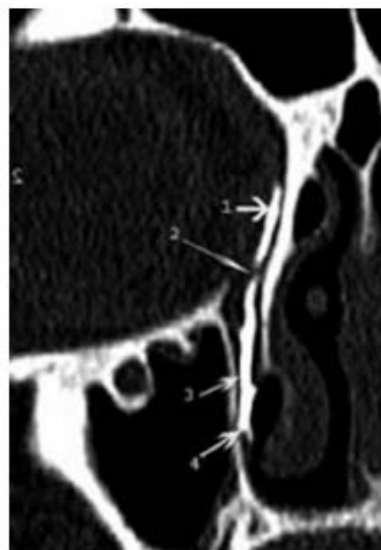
TDM sans opacification, conduits lacrymonasaux normaux en reconstruction MPR frontale oblique (image du service de radiologie de l'HMA -Marrakech).
